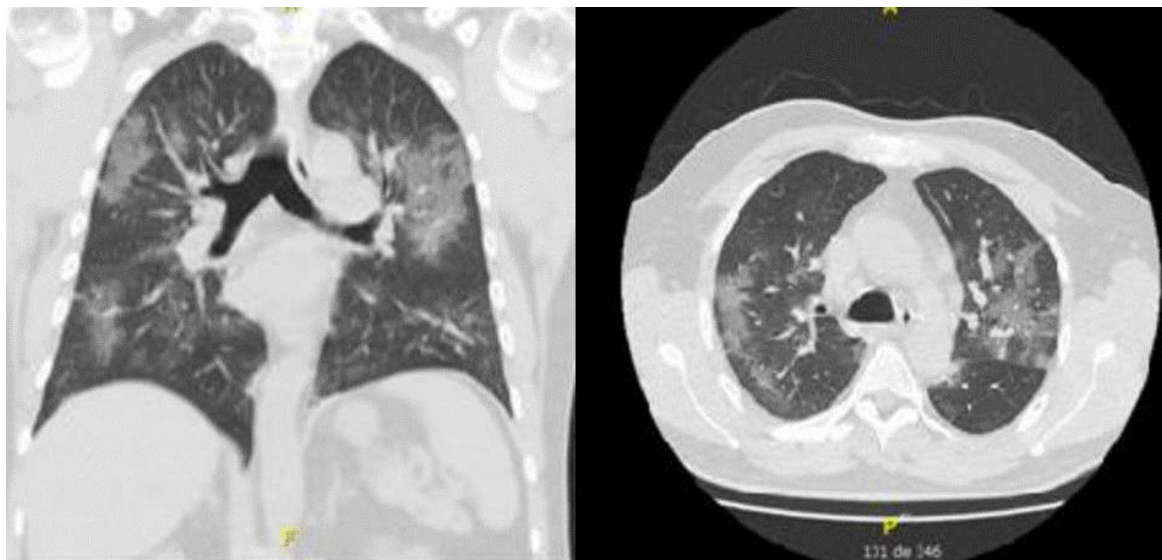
Tomografía axial computada de tórax con ventana pulmonar en cortes coronal (izquierda) y axial (derecha) mostrando múltiples infiltrados pulmonares intersticiales bilaterales de tipo "vidrio esmerilado", con afección predominante de zonas subpleurales.
